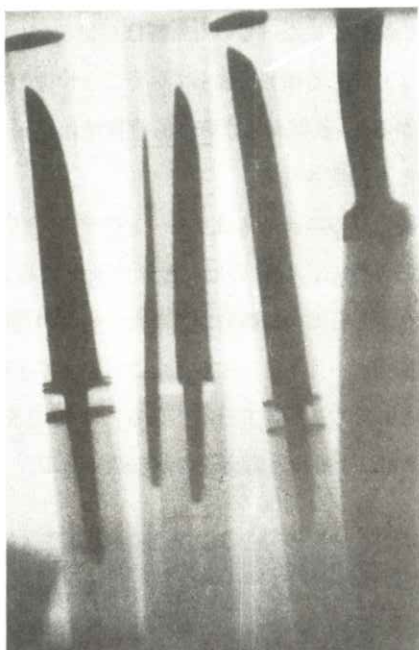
Mr. T. Mizuno took a X-ray photograph of knives. It is the first result of X-ray experiment in Japan, appeared in Japanese scientific journal, "Tokyo Butsuri Gakko Zasshi" No.53, April 8, 1896.
